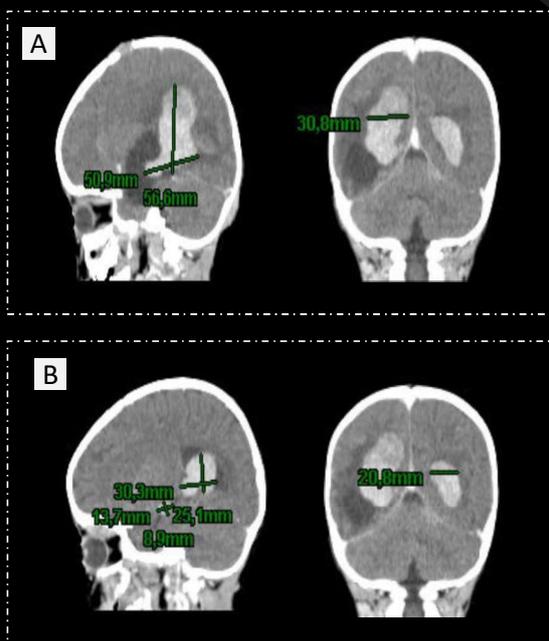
TOMOGRAFIA DE CRÂNIO – CORTES SAGITAL E CORONAL- Notam-se lesões expansivas de contornos lobulados e captantes do meio de contraste venoso, situadas na topografia dos plexos coróides dos ventrículos laterais, no corno posterior/átrio e no corno temporal:
